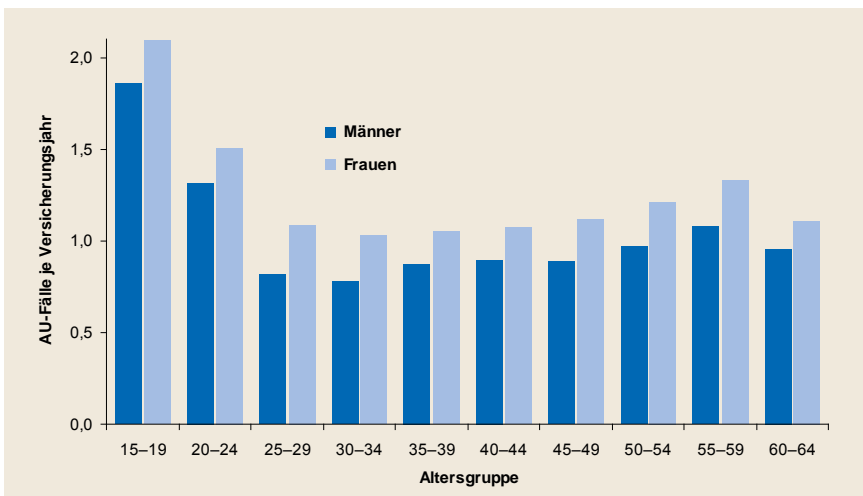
(Erwerbspersonen TK)
